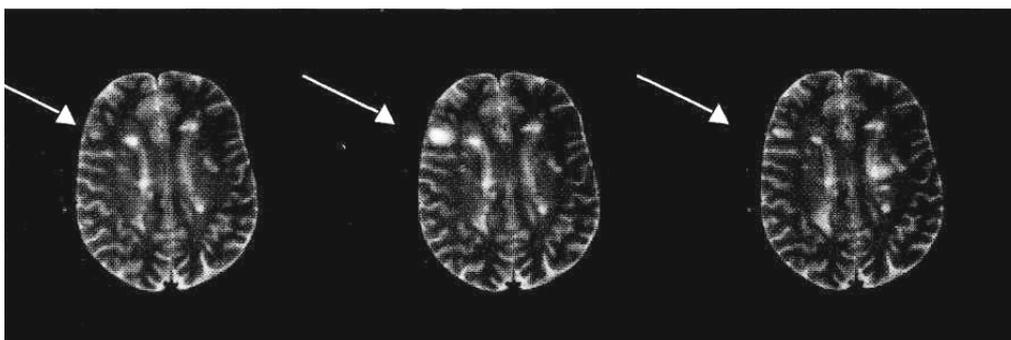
Динамическое развитие РС по данным МРТ
